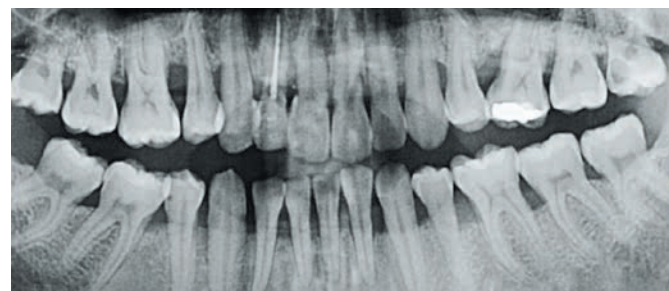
Ортопантомограмма того же пациента через один год после лечения
